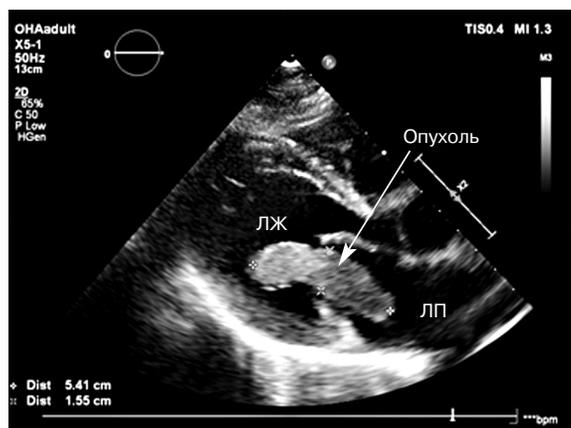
Эхокардиография, парастернальная позиция, длинная ось
